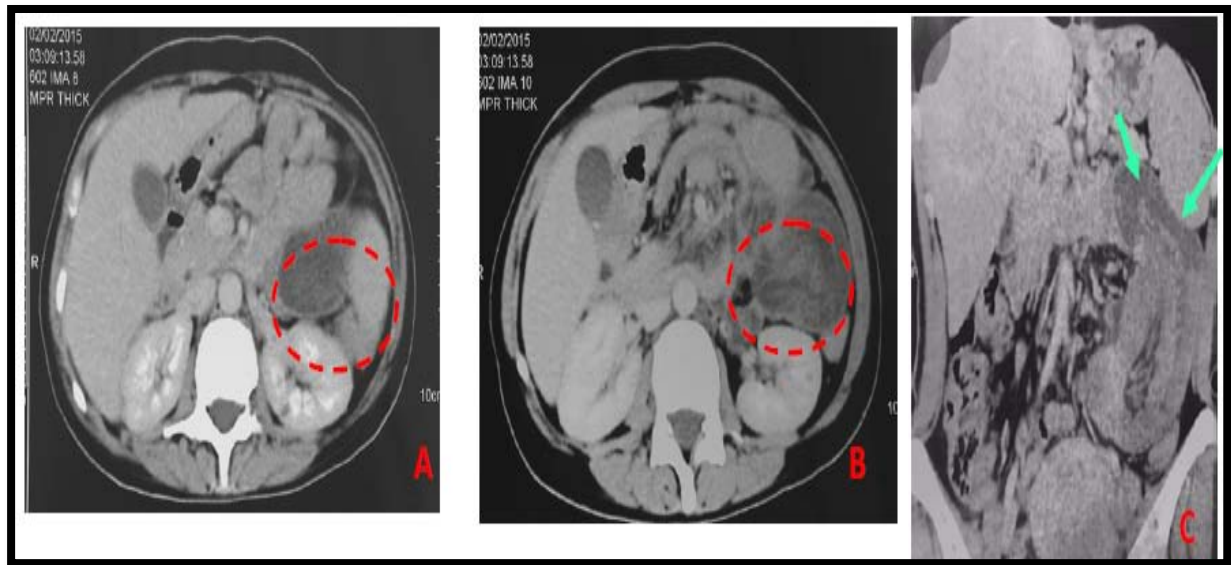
TDM C+ coupes axiales (A, B) et coronale (C) : occlusion intestinale par invagination grêlique sur lipome, le scanner objective l'invagination grêlo-grêlique et une image de densité grasseuse correspondant à un volumineux lipome de l'intestin grêle (O) localisé sur le flanc gauche. Le lipome est responsable de l'invagination intestinale ()
